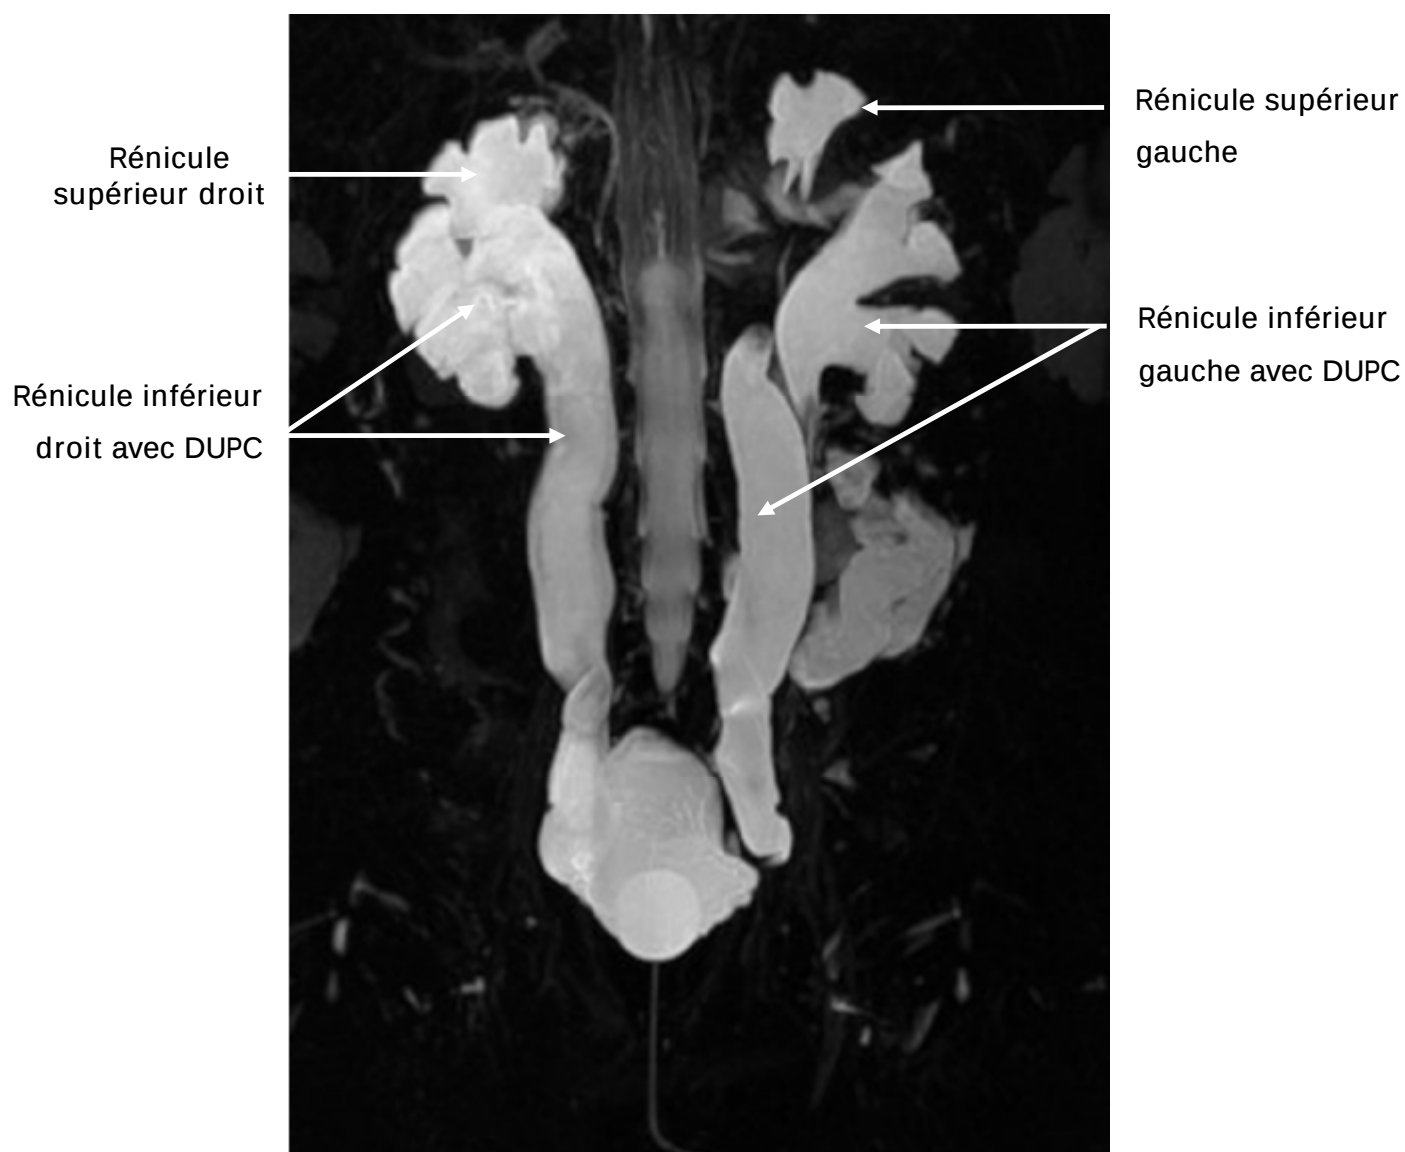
uro-IRM chez une fillette âgée de 3 ans, porteuse d'un MGU bilatéral : séquence T2 en 3D objectivant une duplicité pyélo-urétérale bilatérale avec DUPC des rénicules inférieurs.
